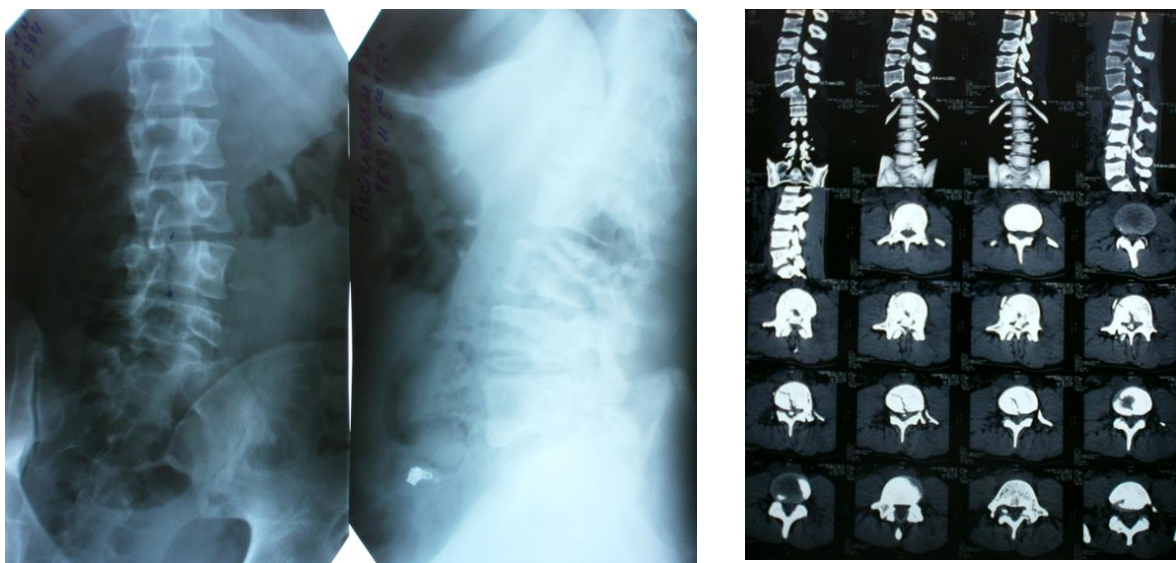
Спондилограммы в двух проекциях и СКТ-граммы поясничного отдела позвоночника
